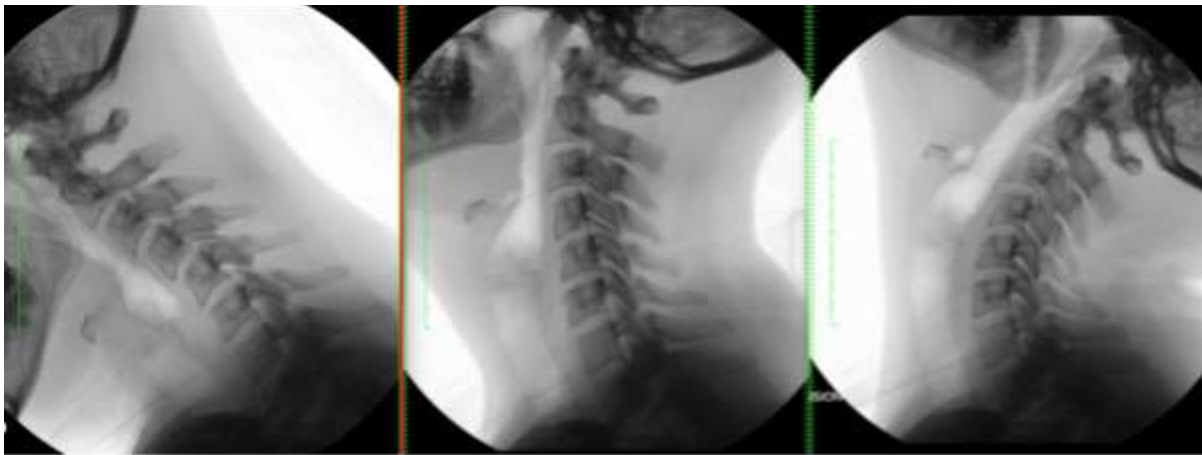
Radiografías de control posquirúrgicas
